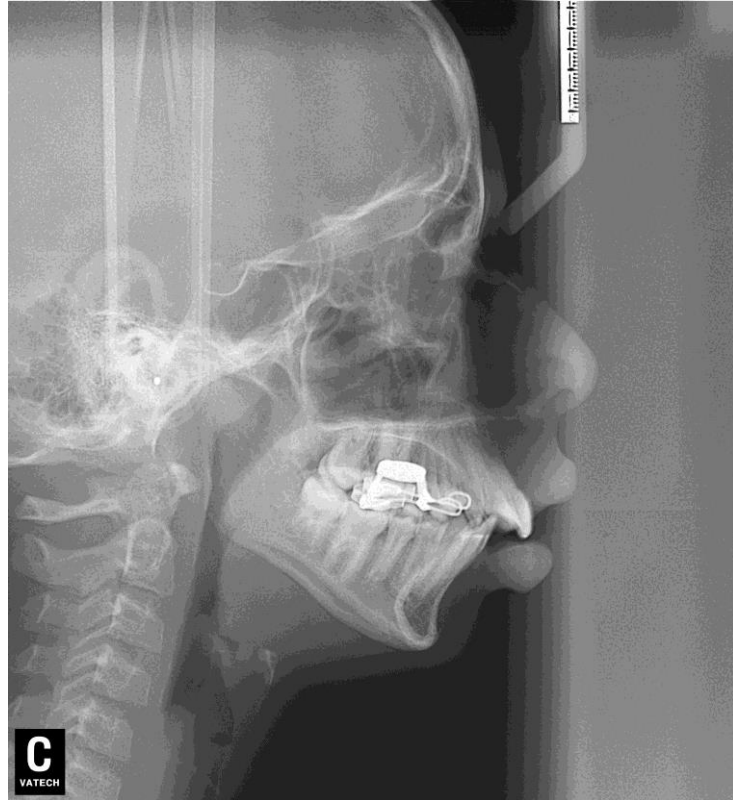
Teleradiografía pós ERM.
